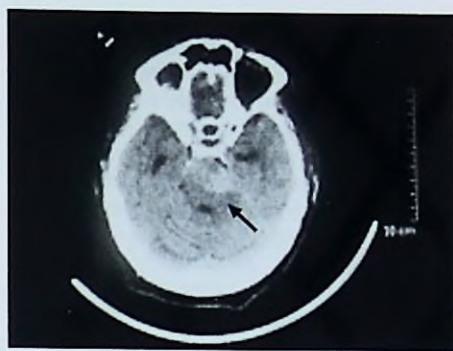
Paciente hipertenso (68 años), que sufre súbitamente diplopía y parálisis facial izquierda. La TC muestra imagen hiperdensa protuberancial lateral izquierda compatible con hemorragia pontina.
